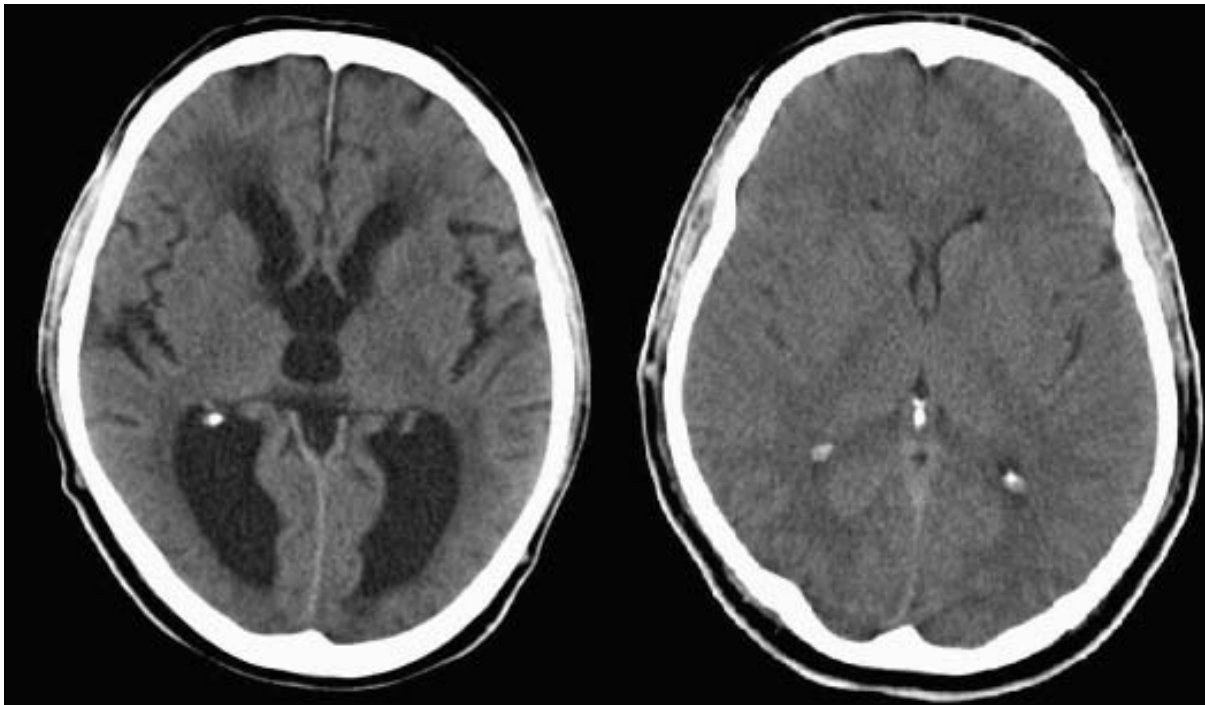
CT-Aufnahme eines Hydrozephalus (links) im Vergleich zu einem gesunden Gehirn (rechts), deutliche Ventrikelerweiterungen sind im linken Bildabschnitt deutlich zu erkennen. Quelle: www.kliniken.de/images/a/ab/MBq-Hydrocephalus.jpg.
